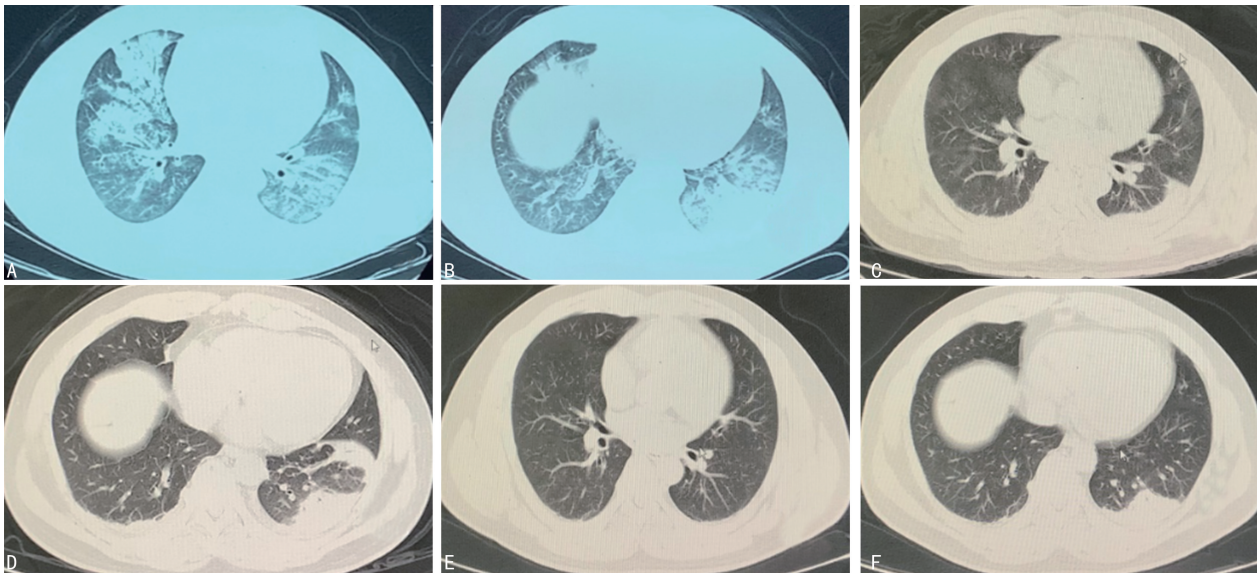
患者 2024 年 2 月 28 日胸腹部 CT 检查结果
